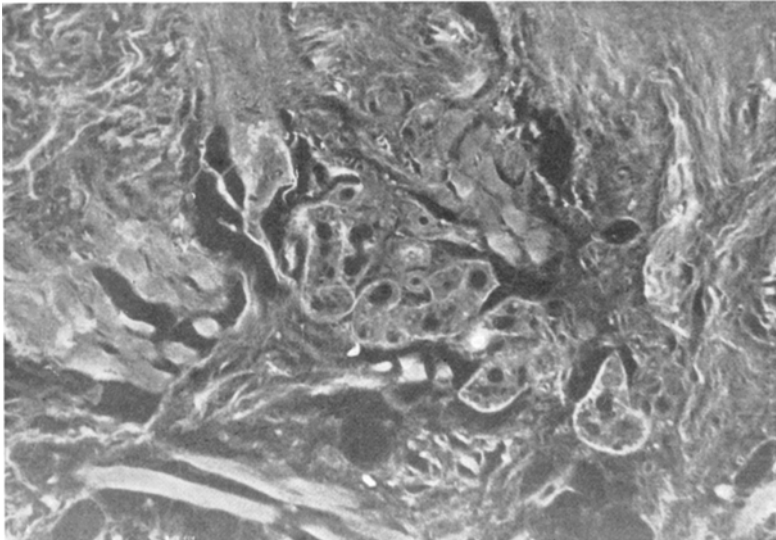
Argyrose der Schweißdrüsen, Historöntgenogramm. Vergr. wie Abb. 5, Bel. wie Abb. 2 (rechts-links-seitenverkehrt); Basalmembran verdeutlicht
